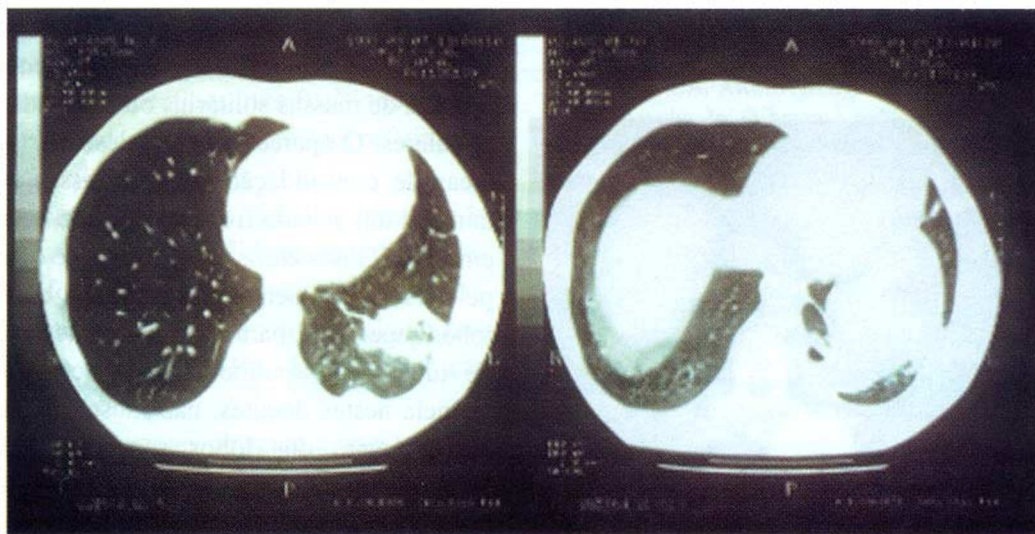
TC torácica efectuada em 9/99, revelando hipotransparência cavitada no lobo inferior esquerdo
